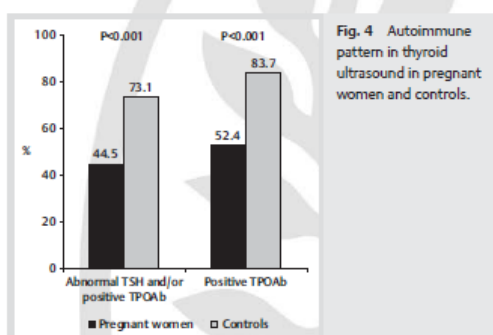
Autoimmune pattern in thyroid ultrasound in pregnant women and controls.
